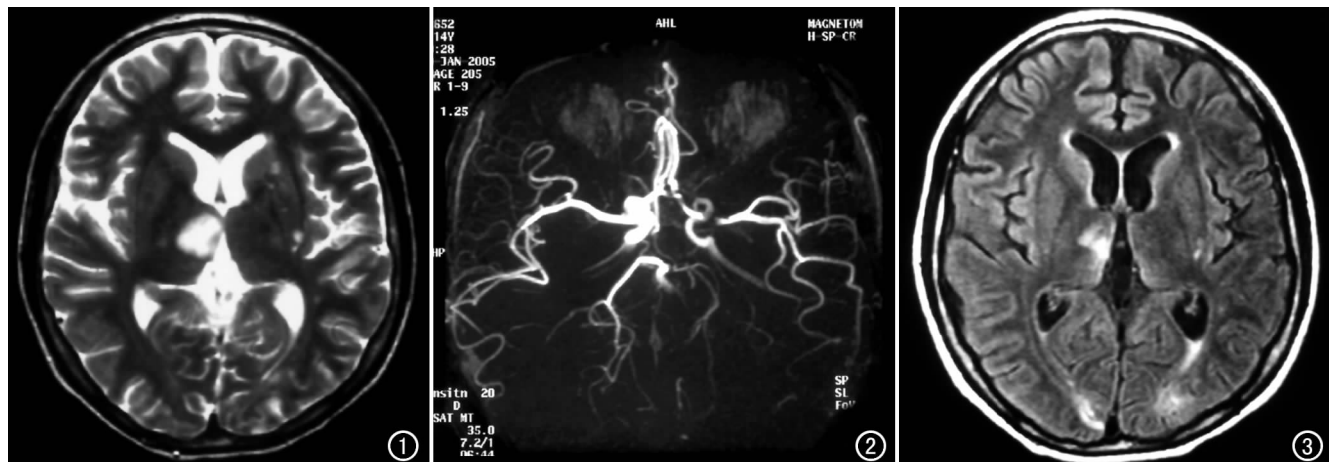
cGVHD 治疗前, MRI 示右侧丘脑片状高信号影。 图 2 cGVHD 治疗前, MRA 示左侧大脑中动脉主干一局限性狭窄段, 左侧大脑后动脉显影明显较对侧淡。 图 3 cGVHD 治疗 2 个月后 FLAIR 像, 示右侧丘脑片状高信号较 T₂WI 像范围缩小。
